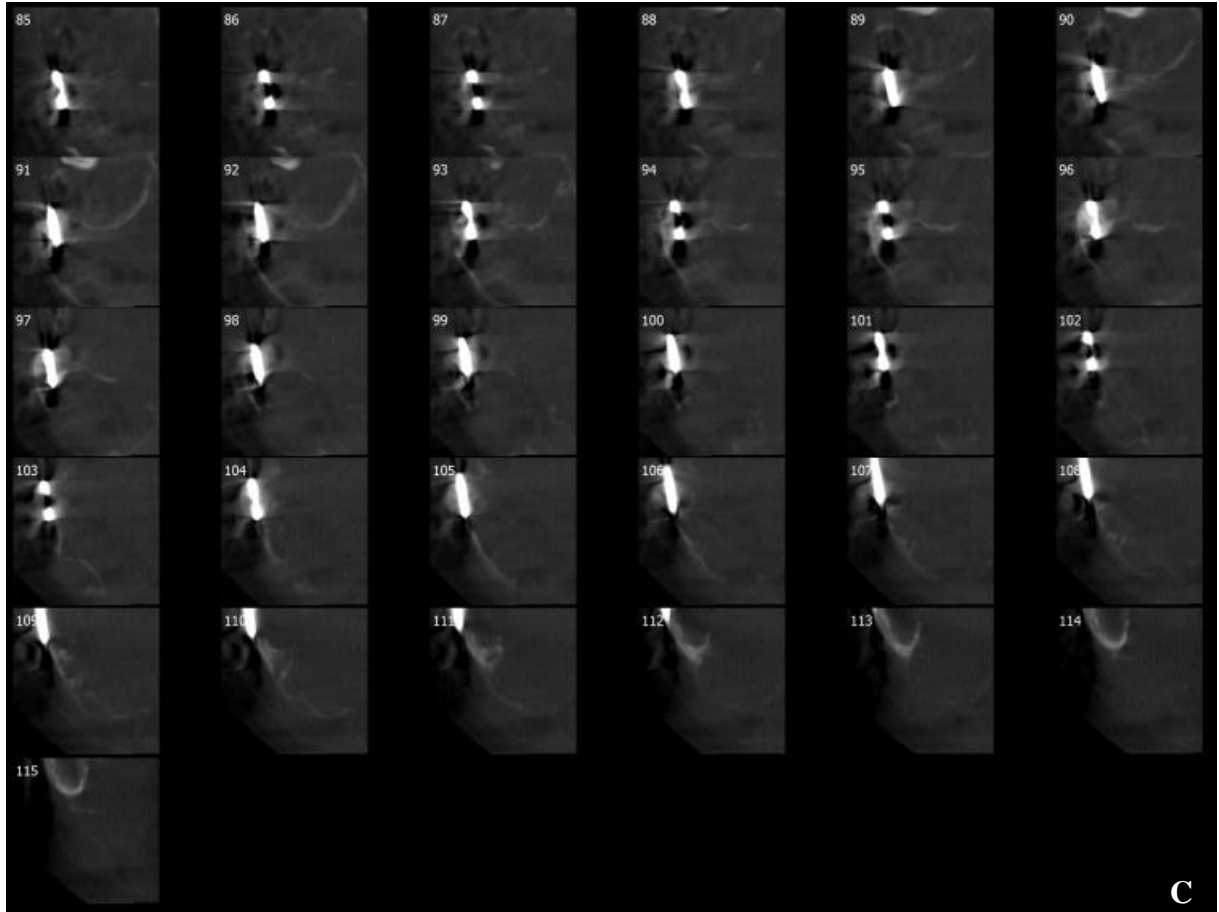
Tomografia computadorizada de feixe cônico para avaliar os limites da recidiva
